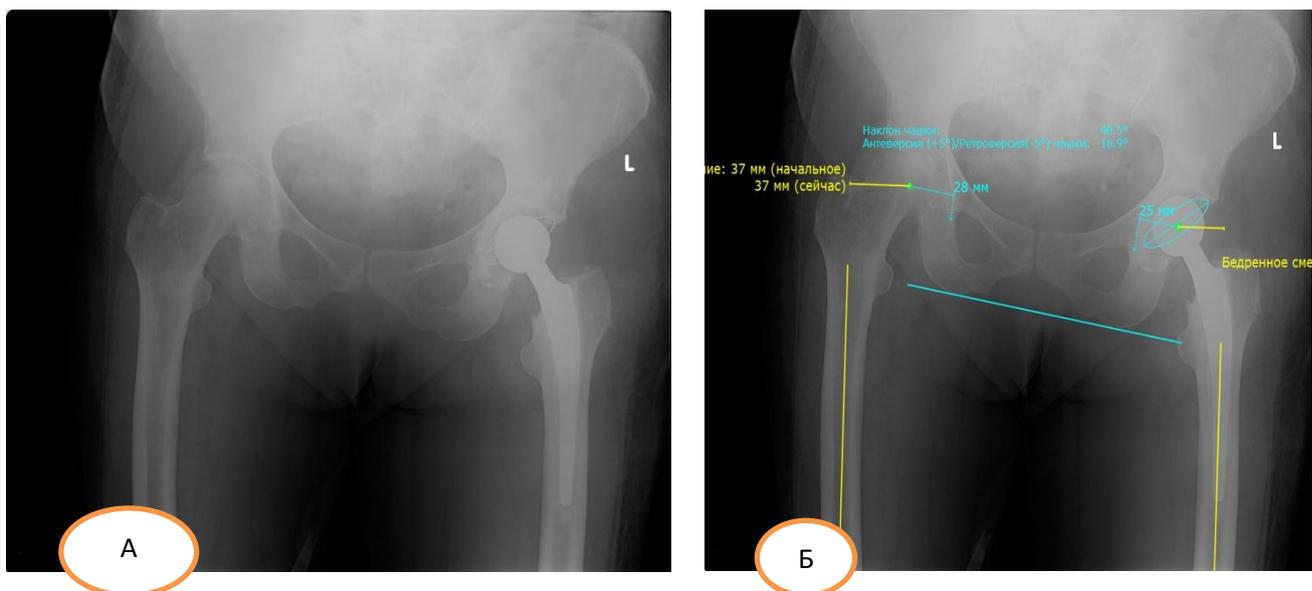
А - послеоперационные рентгенограммы; Б - оценка
